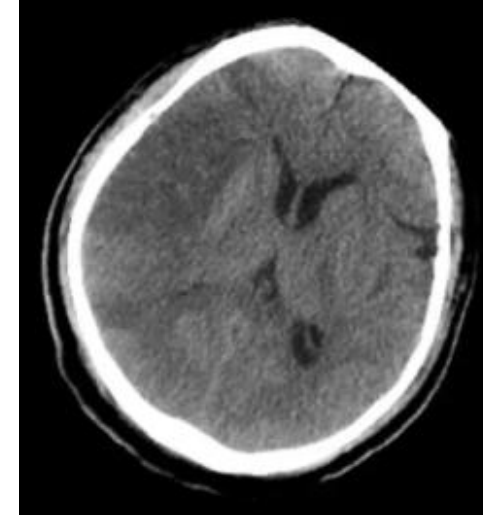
TC simple axial.
